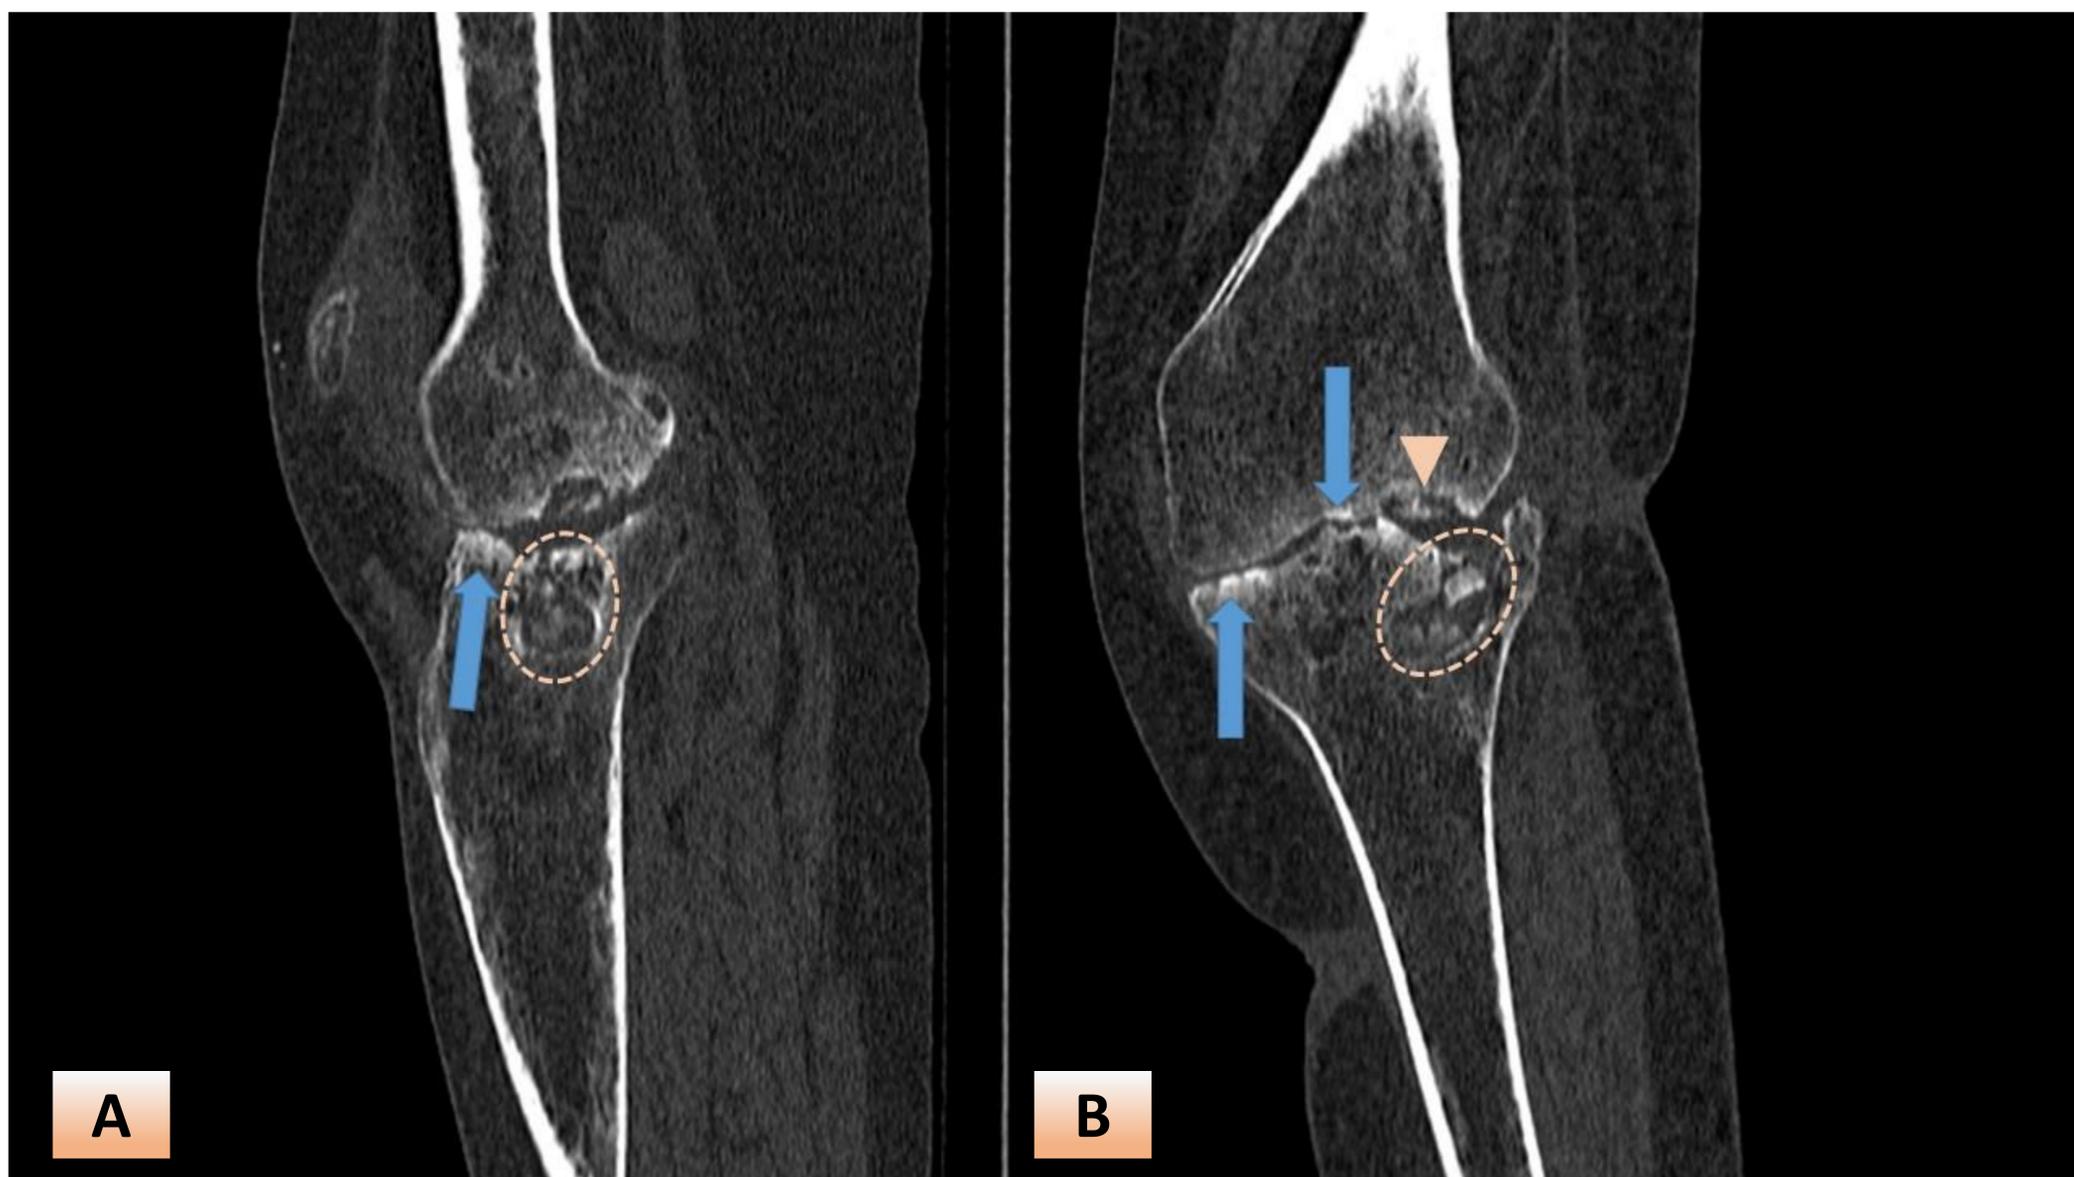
TUBERCULOSIS DE RODILLA: Reconstrucciones sagital (A) y coronal (B) de TC de rodilla con ventana adecuada para valorar las estructuras óseas. Se reconoce esclerosis en las superficies articulares (flecha), a lo que se agregas algunas erosiones óseas (cabeza de flecha) u lesiones líticas (línea punteada)
